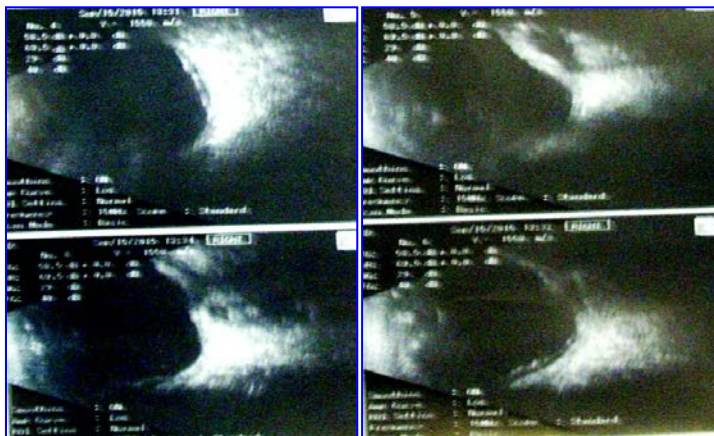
УЗИ пациента Б., 2001 г. р.
